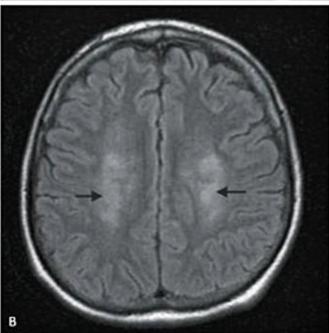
Degeneração combinada subaguda. (A) Ressonância magnética de coluna cervical (T2, corte sagital) mostrando área hiperintensa nas colunas posterior (seta cheia) e lateral da medula (seta vazia) (imagem cedida pelo Dr. Leandro Lucato, InRad HCFMUSP). (B) Ressonância magnética de encéfalo (FLAIR, corte axial) revelando hipersinal em coroa radiada bilateral (setas) (Divisão de Clínica Neurológica do HCFMUSP).
